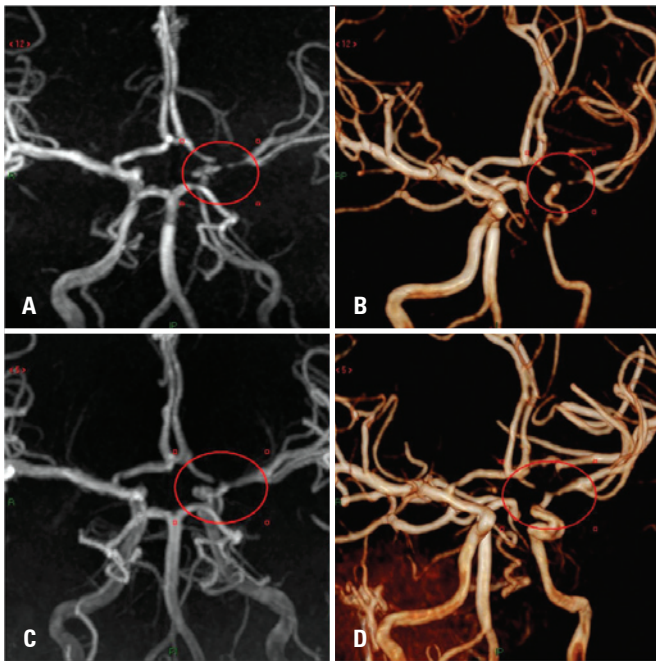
Angiorressonância das artérias intracranianas, projeção de intensidade máxima (A) e técnica de "volume rendering" (B) mostrou estenose moderada de artéria carótida interna supraclinóidea, segmento A1 da artéria cerebral anterior e segmento M1 da artéria cerebral média (círculos vermelhos). Quatro meses depois, a angiorressonância de controle (C e D) mostrou aumento do calibre arterial e persistência de algumas irregularidades de contornos (círculos vermelhos)
